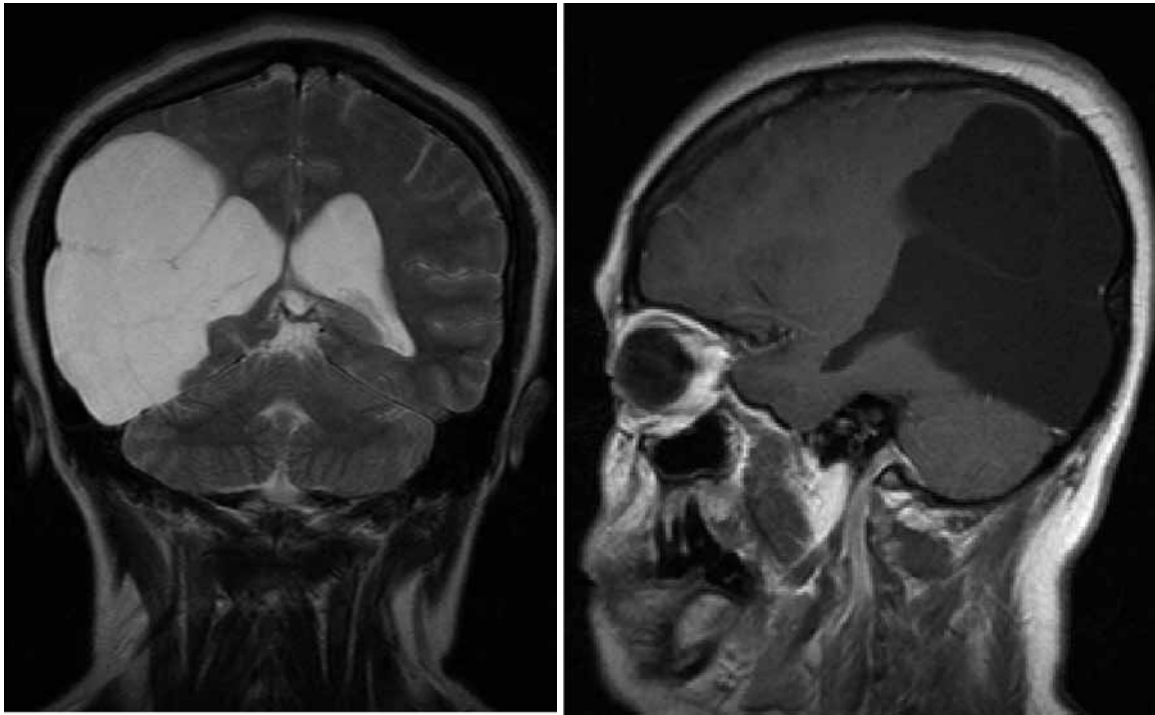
RMN cerebral corte coronal en secuencia T2 y corte sagital en secuencia T1 con gadolinio donde se evidencia esquisencefalia de bordes abiertos unilateral.
